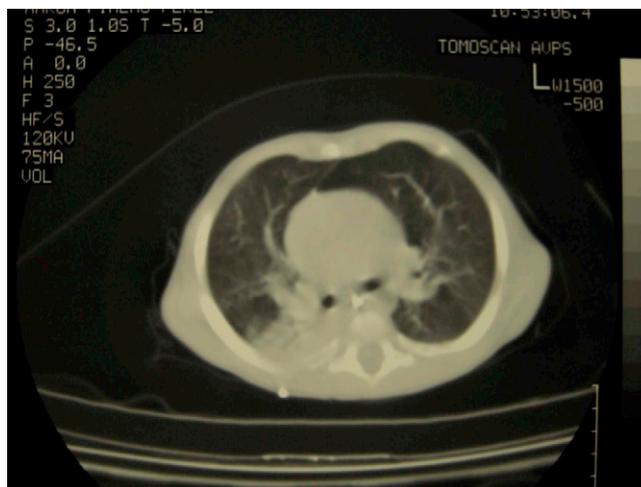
TC torácica: puede observarse una imagen de condensación en el lóbulo inferior derecho.
